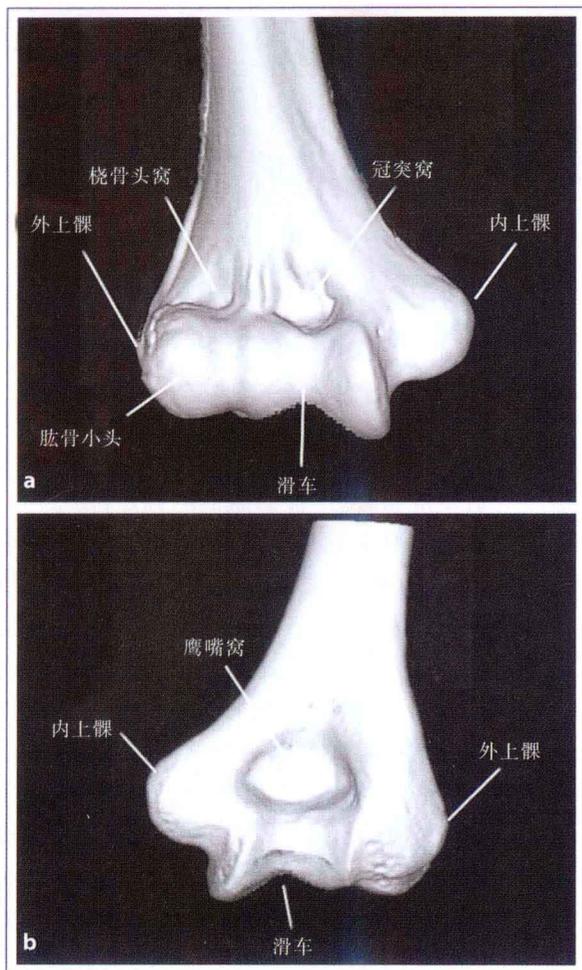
b 三维 CT 重建显示肘骨远端前面和后面的骨性标志。
